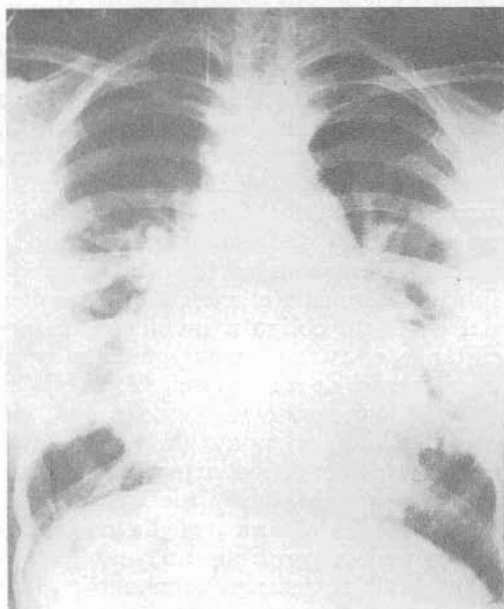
Telerradiografía frontal del Caso n.º 1. Agrandamiento cardíaco con prominencia de la arteria pulmonar y plétora sanguínea pulmonar.
